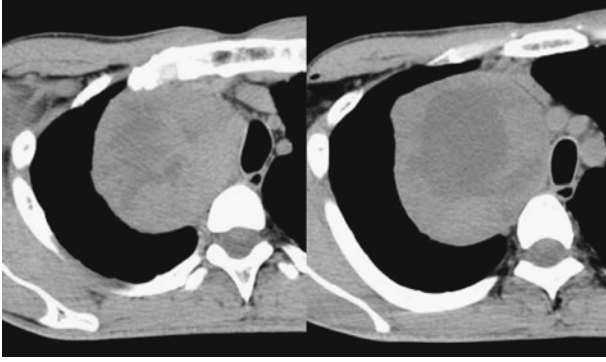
A chest CT on admission shows a large mass occupying the upper mediastinum.
